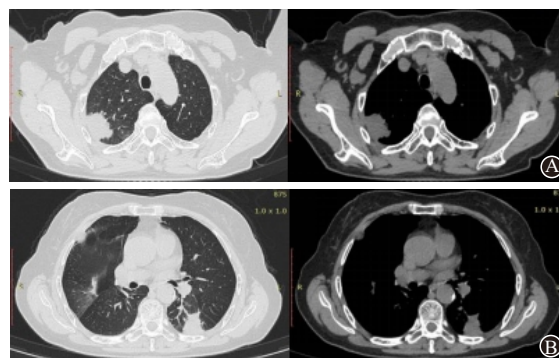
2020年2月22日胸部CT平扫肺窗及纵隔窗(双肺多发团块,胸膜下为主,边缘见毛刺、血管集束):A为上叶,B为中下叶
